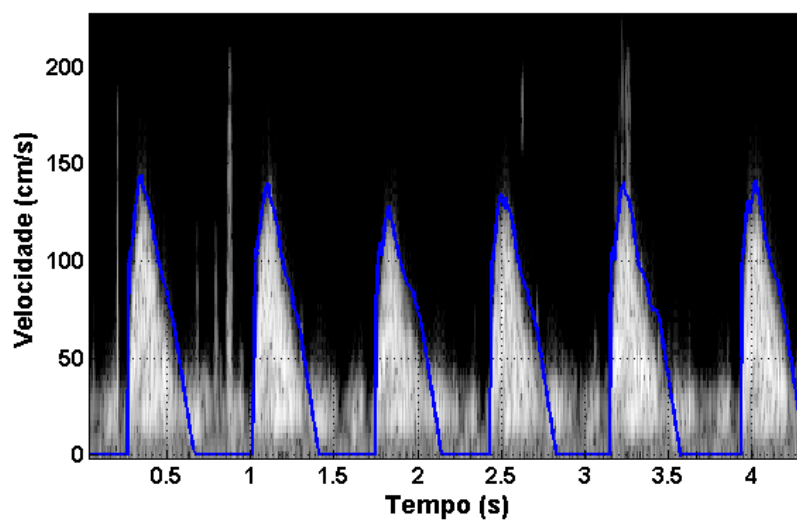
Sonograma com EVM calculada pelo algoritmo proposto.
